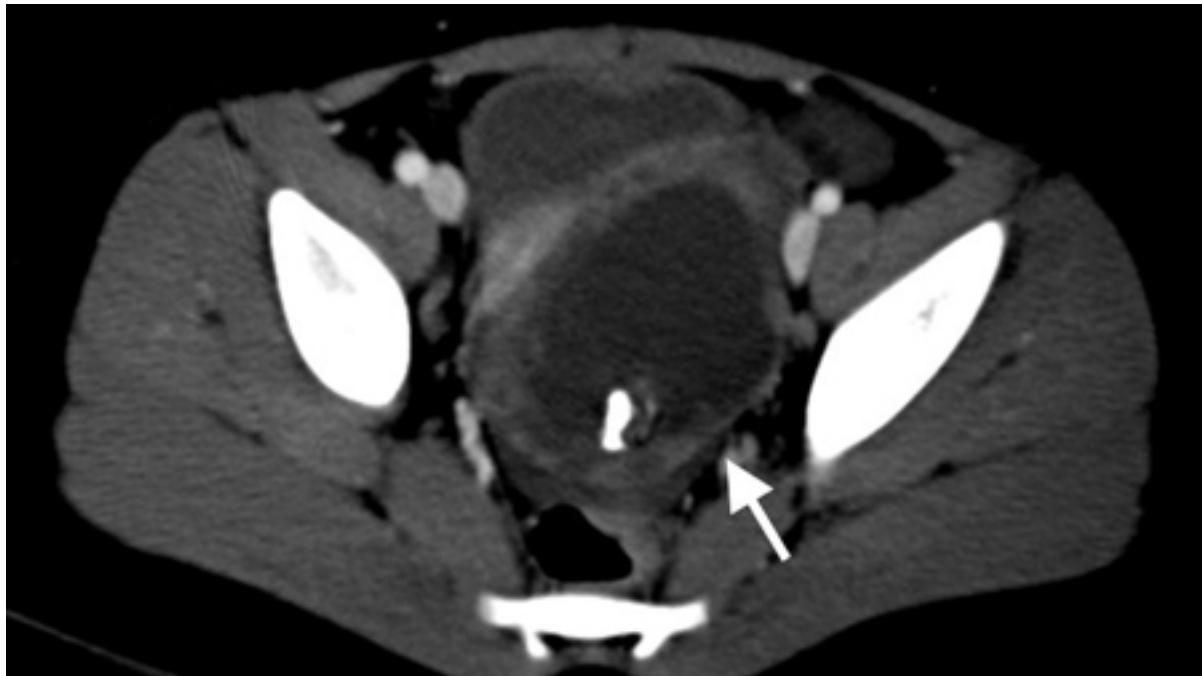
Tomografia computadorizada (TC) de menina revelando torção ovariana. Grande lesão cística pélvica com calcificações (seta branca) consistentes com teratoma ou cisto dermoide
